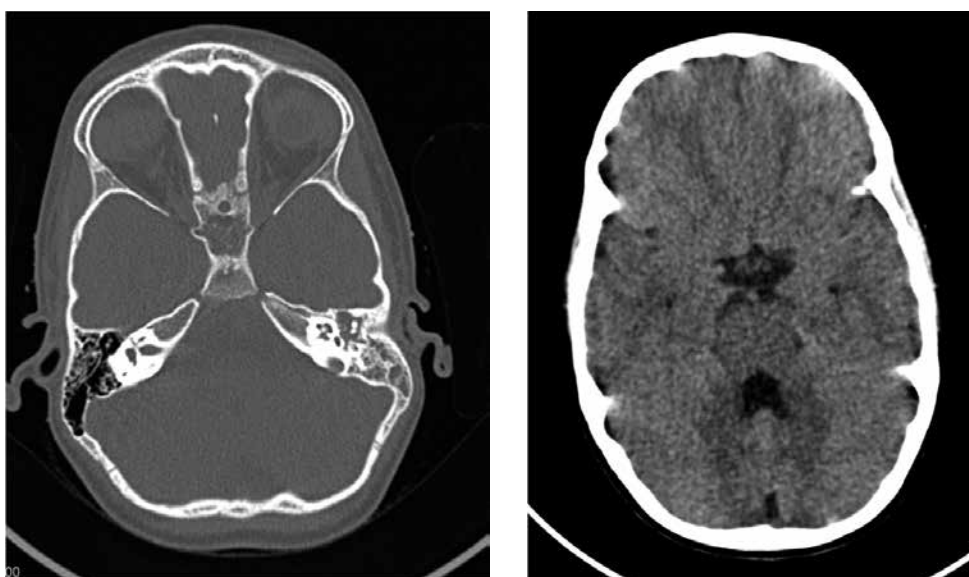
Imágenes del caso clínico obtenidas por tomografía computarizada.
